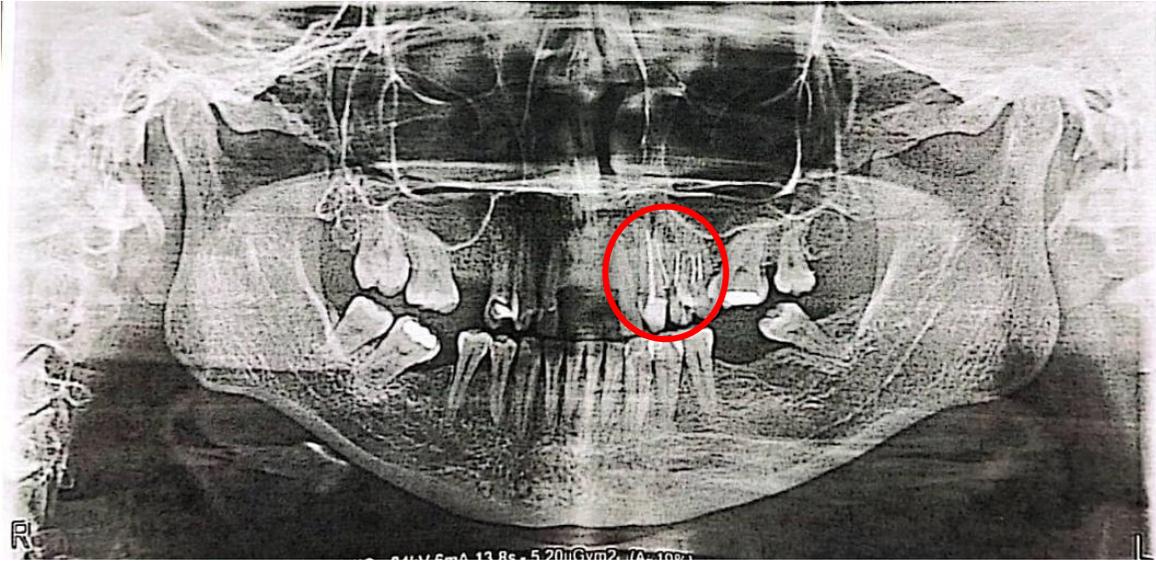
Radiografía panorámica inicial del expediente 78439 previo al retratamiento endodóntico de la pieza dental 24 y 25 con determinada colocación de postes de fibra de vidrio y rehabilitación total.
